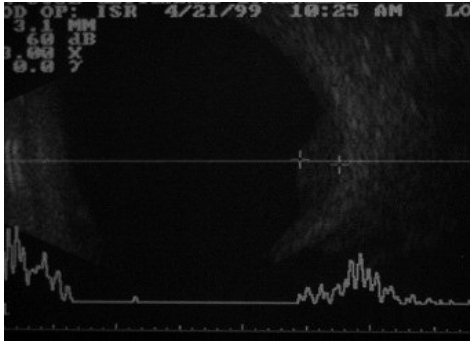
Ecografía en modo A y B en la que se aprecia una masa coroidea sólida sin excavación.
